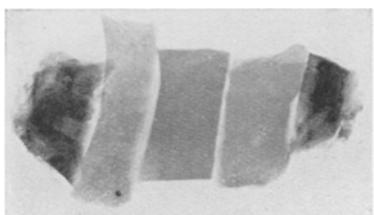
9 mm hohe Stückchen von der Synovialis unseres Falles (*Sy₁*), Patellarsehne (*PS*), Knorpel (*Kno*), Fettgewebe (*f*) ferner ein etwa halb so hohes Stück Synovialis von unserem Fall herrührend, nebeneinander auf eine Röntgenplatte gelegt und gleichzeitig aufgenommen. Beide Synovialstücke (*Sy₂* und *Sy₁*) geben einen viel dichteren Schatten als die von Normalfällen herrührenden Kontrollstücke. *PS* = Patellarsehne, *Kno* = Knorpel, *F* = Fett.
